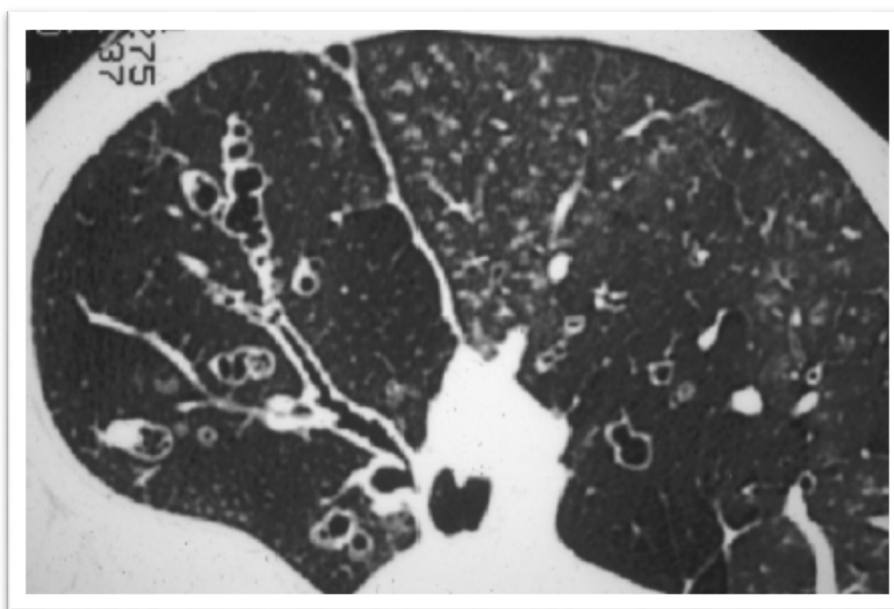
TDM thoracique : Des bronches visibles dans le 1/3 externe du poumon et le diamètre des bronches est supérieur au diamètre des artères. [10]
